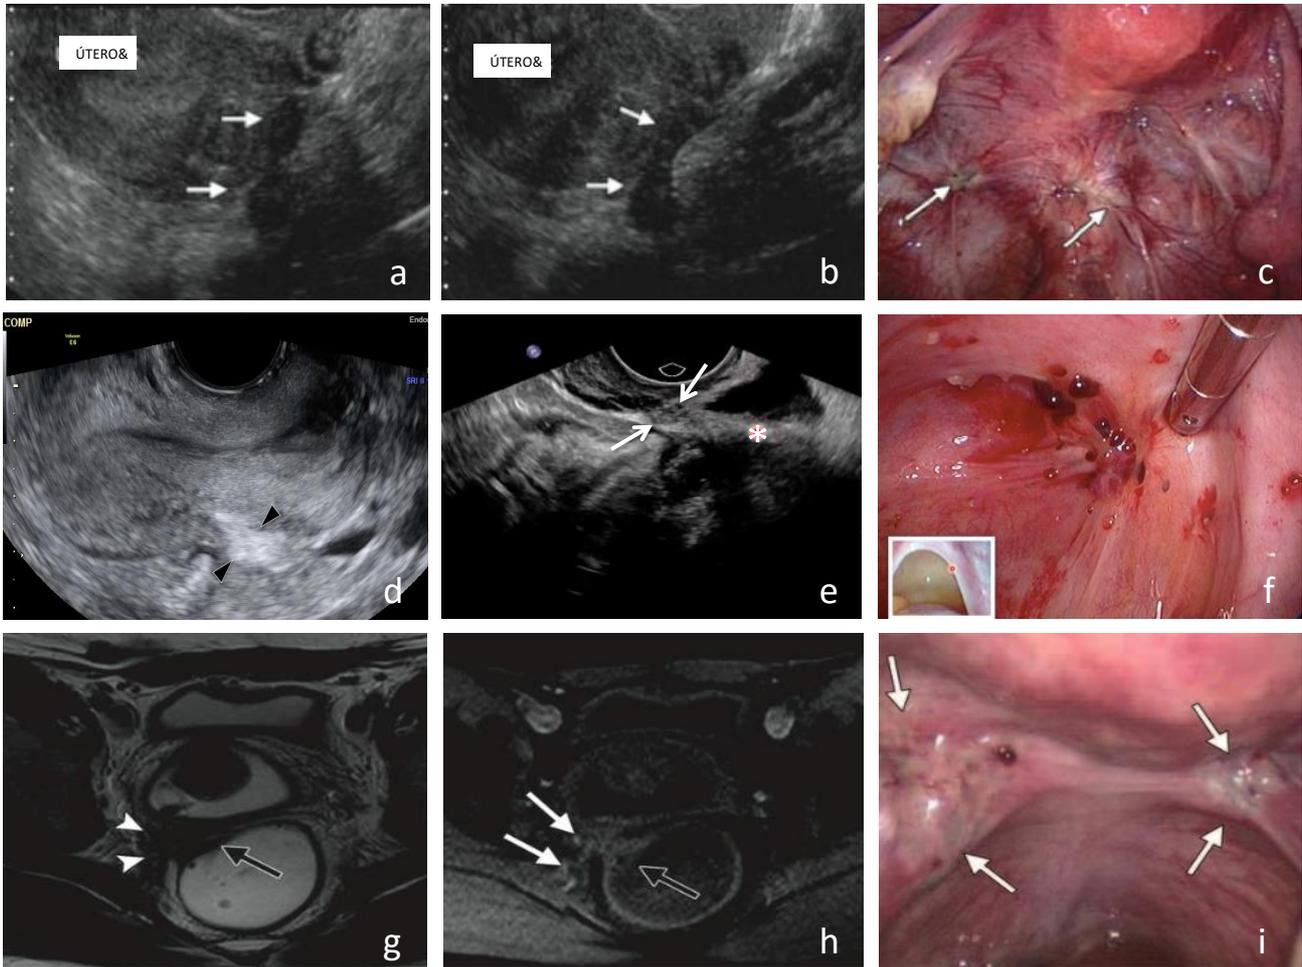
Imágenes de lesiones profundas a nivel de los ligamentos uterosacros (LUS). (a), (b) y (c) Ecografía y Laparoscopia donde se objetiva nódulos a nivel del LUS derecho e izquierdo. Se visualizan en cortes parasagitales izquierdo y derecho como formaciones hipoeoicas (flechas blancas). (d) En ocasiones no se visualiza un nódulo propiamente dicho, sino engrosamientos hiperecoicos. (e) y (f) Cuando hay líquido libre en Douglas los LUS se visualizan más fácilmente como una línea ecogénica (*) y permite ver incluso lesiones más sutiles. (g), (h) e (i) Imágenes de RNM con gel y visión laparoscópica en misma paciente. (g) Imagen potenciada en T2 que delimita lesión a nivel LUS izquierdo (flechas). El gel vaginal y rectal permite delimitar mejor la lesión. (h) Misma lesión potenciada en T1, apareciendo hiperintensa al tener focos de sangrado. (i) En laparoscopia se objetivan 2 nódulos en LUS, el derecho más pequeño no se pudo visualizar.
